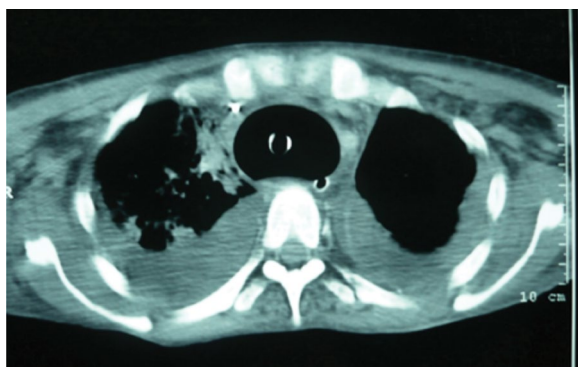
CT scan confirms marked enlargement of the trachea, displacement of the oesophagus, and marked parenchymal infiltrates.
